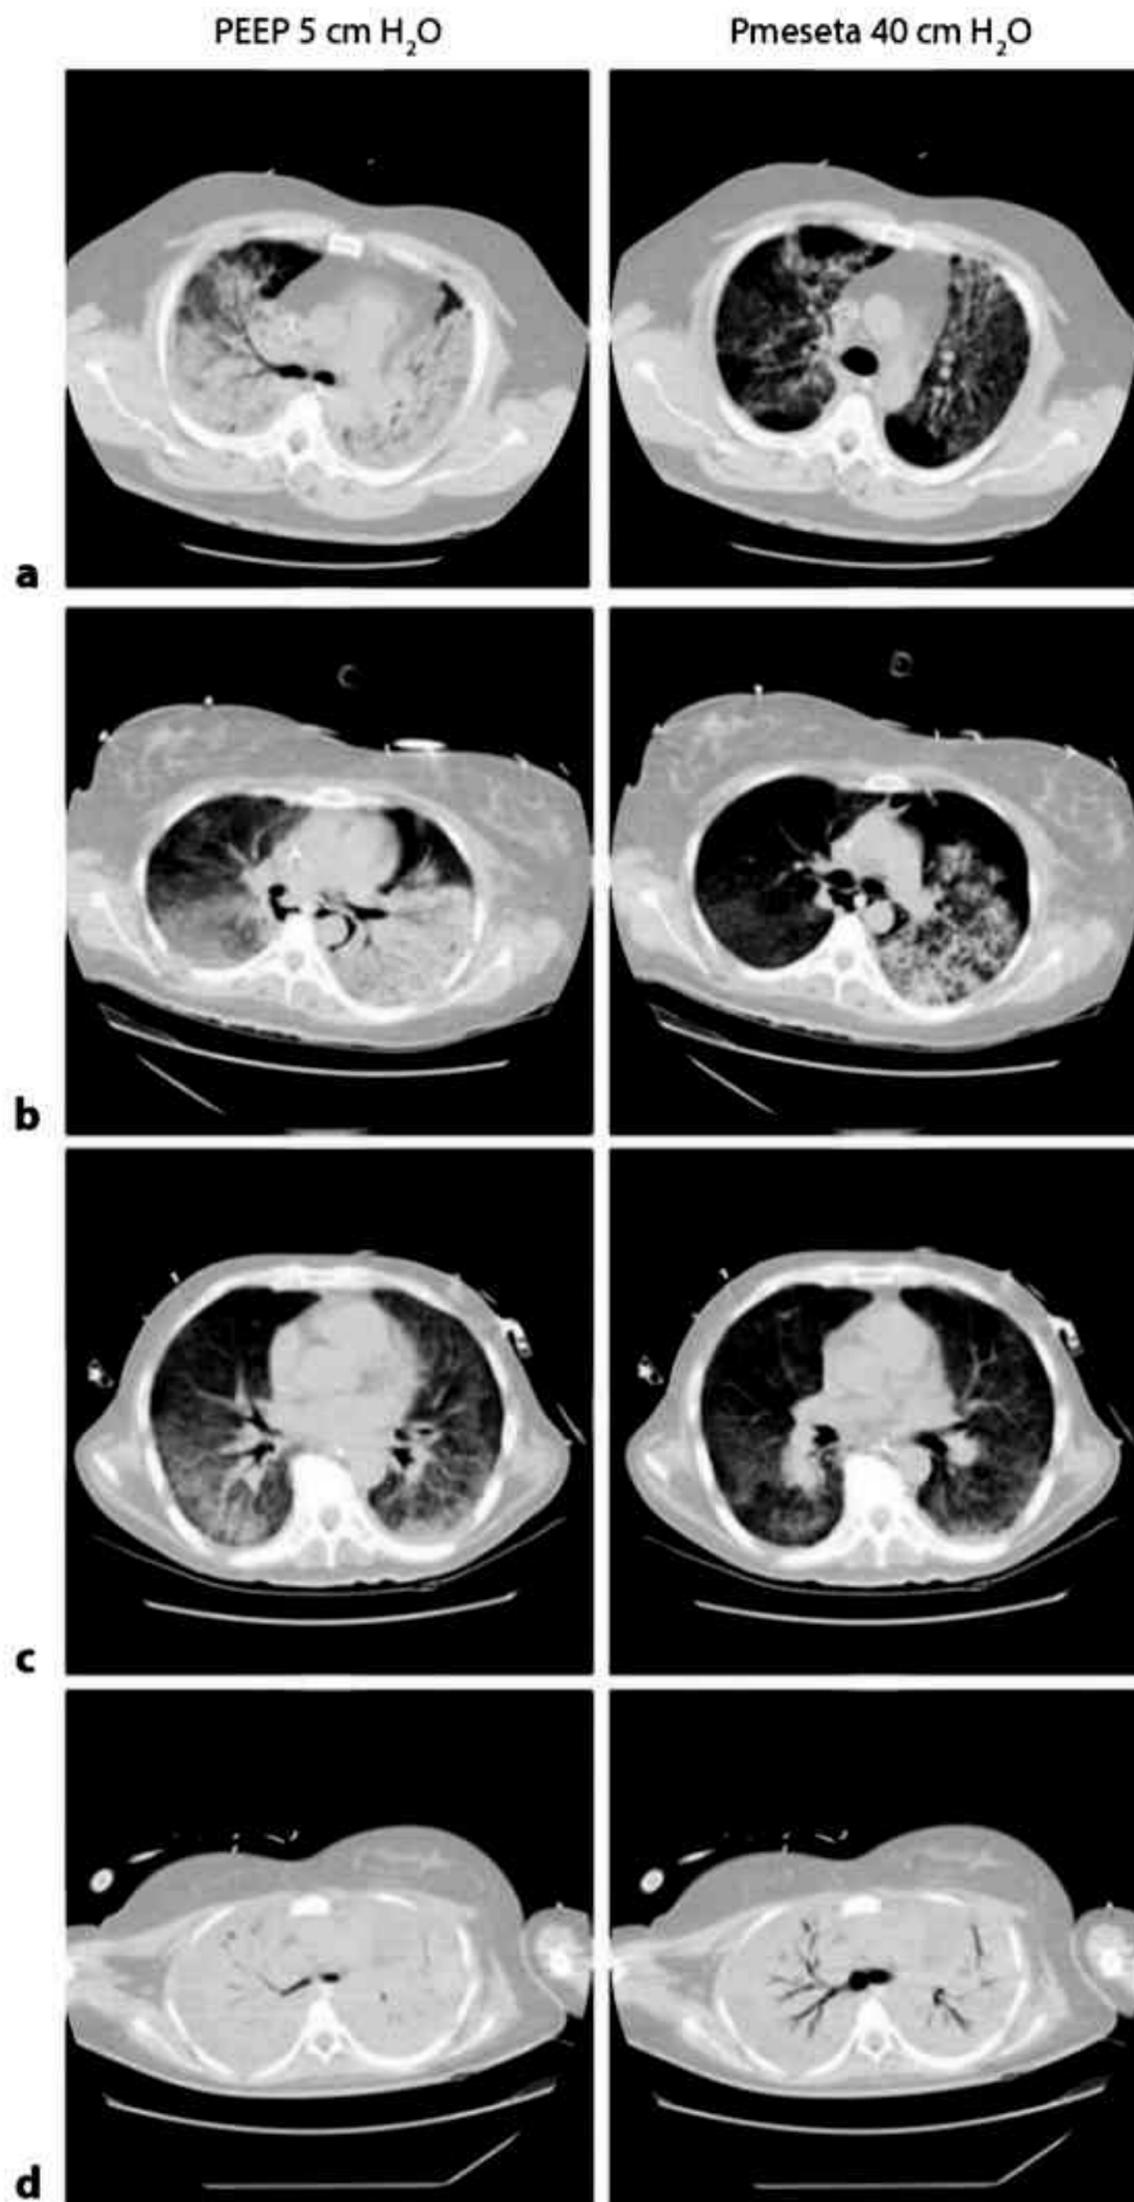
Las tomografías computarizadas (TC) reflejan el efecto de la PEEP y las maniobras de reclutamiento en el SDRA. El potencial de reclutamiento alveolar es definido como el tejido pulmonar no aireado en espiración que gana aireación por la acción de una maniobra de reclutamiento (cercano a la capacidad pulmonar total), habitualmente con presiones sobre los 40 o 45 cm H₂O. a) TC obtenida con PEEP = 5 cm H₂O; b) Imagen realizada al finalizar la inspiración (pausa inspiratoria); c) TC durante la maniobra de reclutamiento; d) imagen obtenida en espiración con PEEP = 0 cm H₂O.
